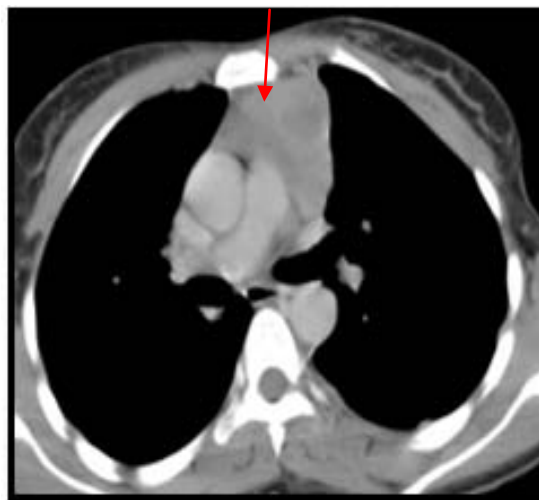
TDM thoracique (+C): masse médiastinale antéro-supérieure gauche (flèche rouge) se rehausse après injection avec délimitation de zones hypodenses de nécrose → Thymome.
